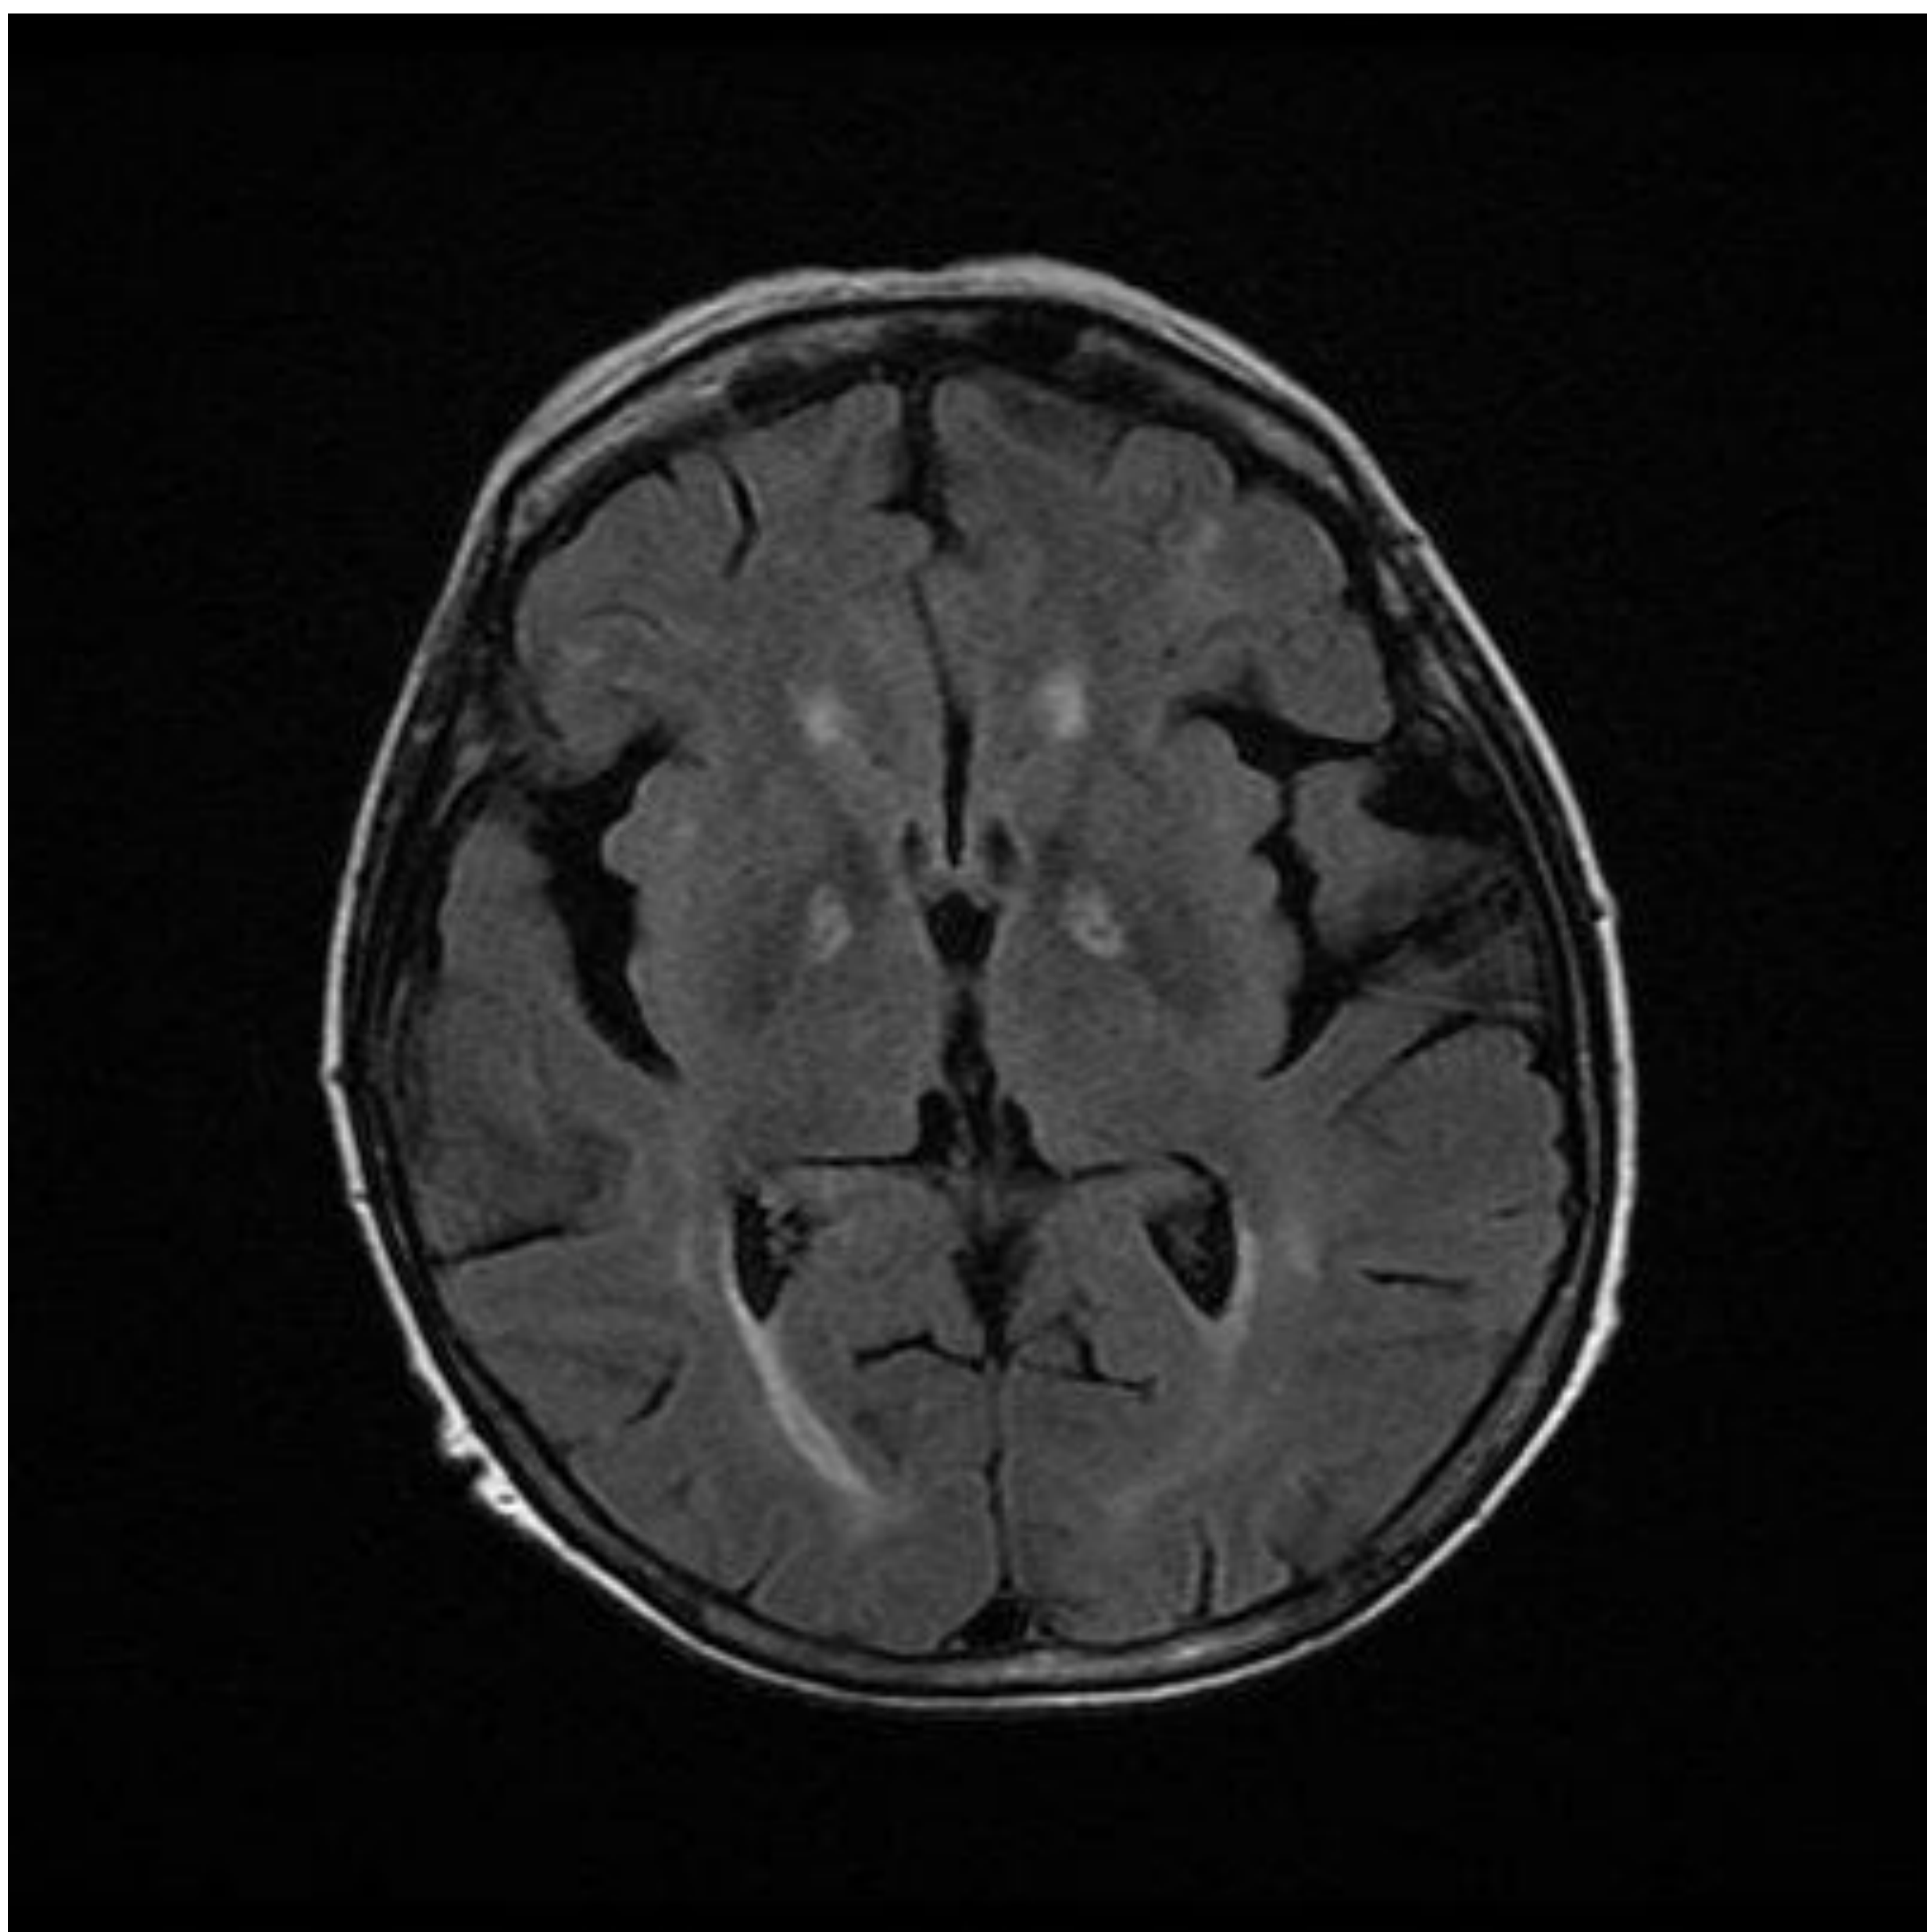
Hiperintensidad de globos pálidos en FLAIR, típico de la fase aguda por intoxicación por CO
